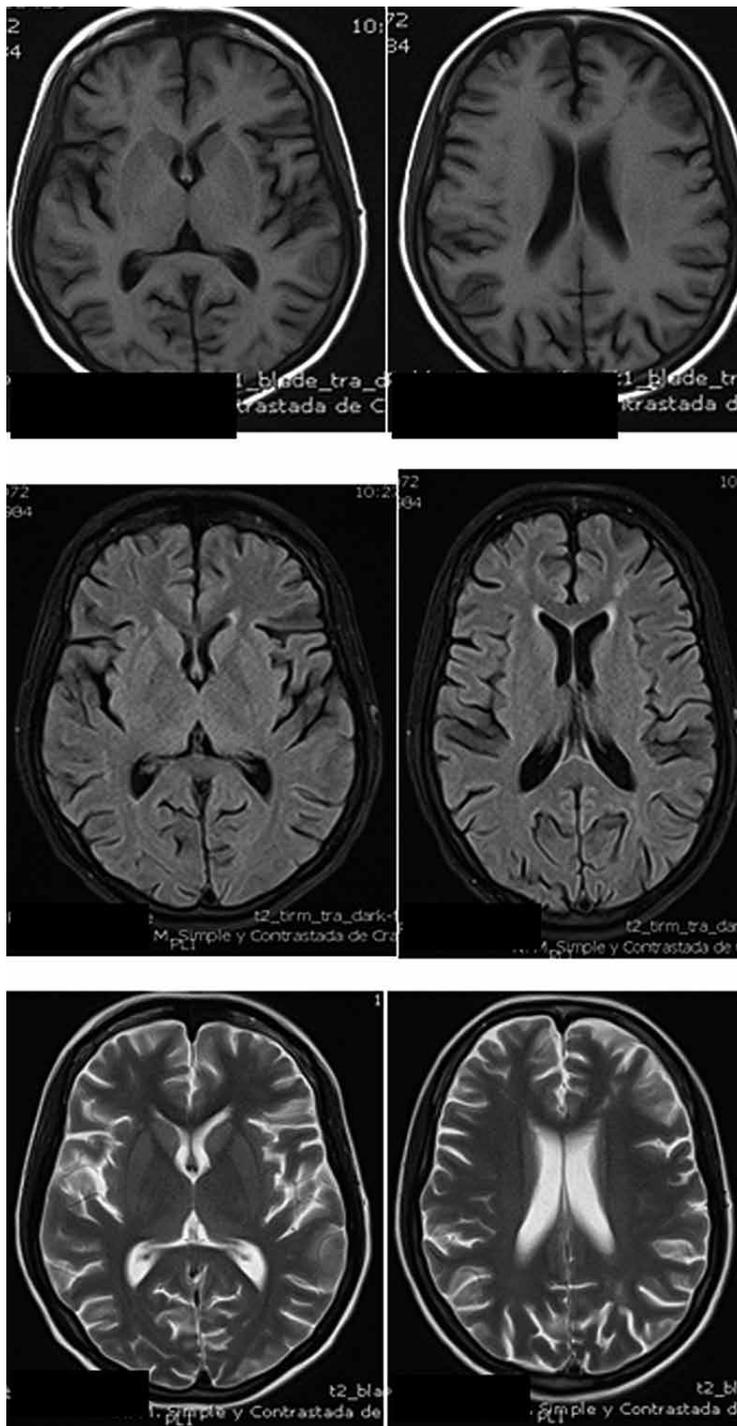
Resonancia magnética correspondiente al quinto día de hospitalización. Se encuentran zonas de gliosis sin signos de isquemia reciente, se descarta presencia de trombosis venosa central. Disminución del calibre de M1 distal derecha que podría estar relacionada con vasculitis.
